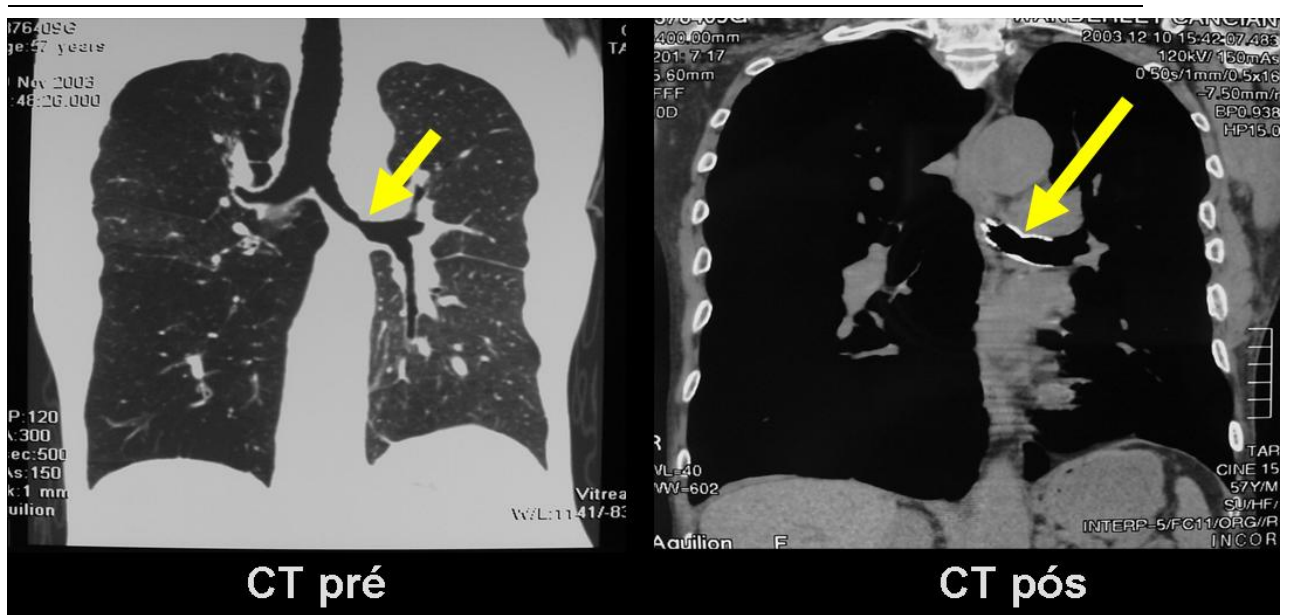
Tomografia de tórax prévia e após o implante, evidenciando aumento da luz brônquica.
